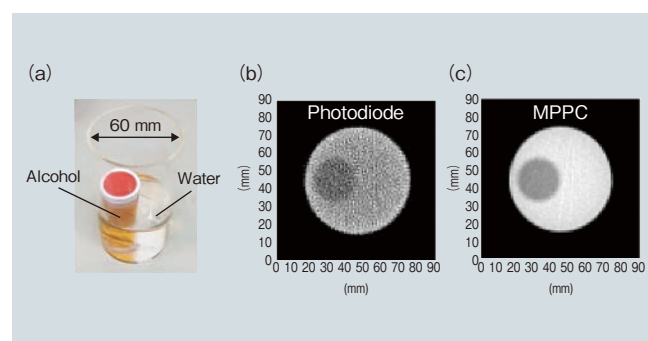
(a) アルコールと水で構成されるファントム (b) フォトダイオード (PD) で得られた X 線 CT 画像 (c) MPPC で得られた X 線 CT 画像
